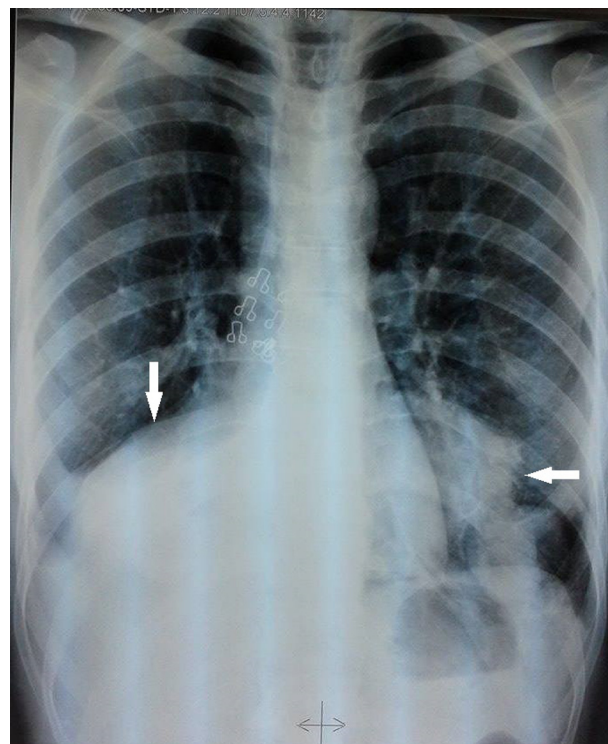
Radiographie thoracique montrant deux opacités. L'une, basithoracique droite, efface la coupole diaphragmatique et l'autre paracardiacque gauche postérieure de contours irréguliers (flèches).
